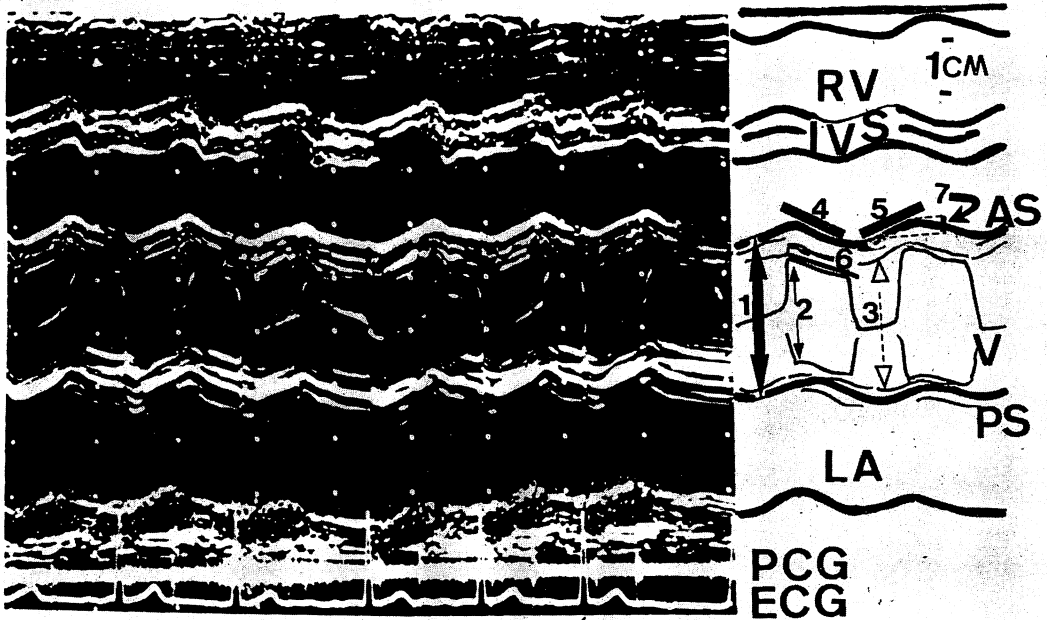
Echocardiogram of the normally functioning stent mounted aortic heterograft (Hancock valve) in the mitral position.
